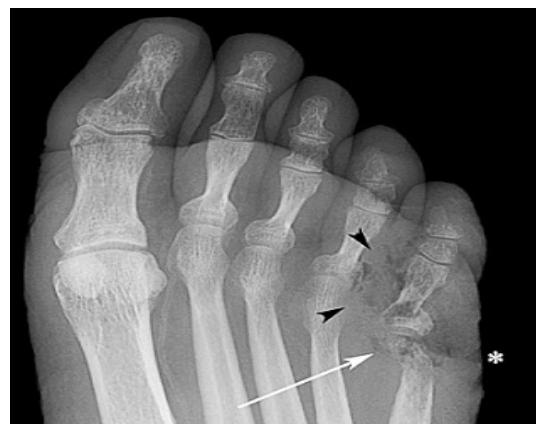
Osteomielitis de pie .Radiografía de pie que demuestra aire en partes blandas en relación a 5° dedo (cabeza de flecha negra). También puede verse destrucción cortical de la cabeza del quinto metatarsiano (flecha blanca). Contornos irregulares de la piel suprayacente expresa la ulceración de partes blandas (asterisco). Tomado desde: <http://www.elrincondelamedicinainterna.com/2011/08/fiebre-de-origen-desconocido.html>
